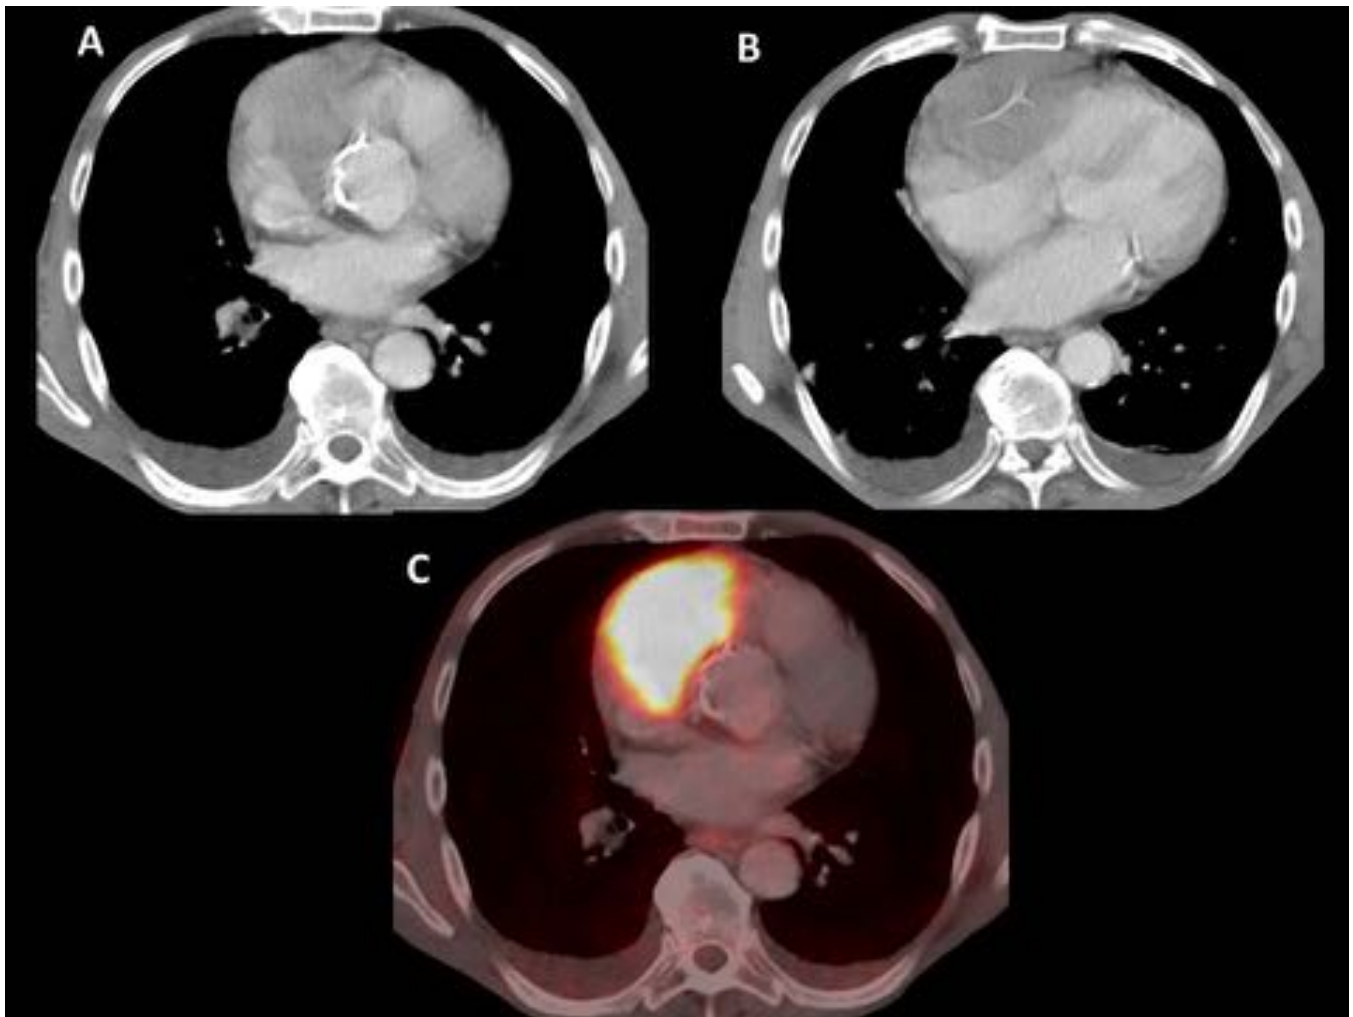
18FDG-PET/TC Verdadero positivo. Varón de 72 años con LDCGB. El PET/TC muestra una masa de partes blandas (A y B) en la pared anterior del corazón con intensa captación de 18FDG (C). La biopsia confirmó infiltración por linfoma.
